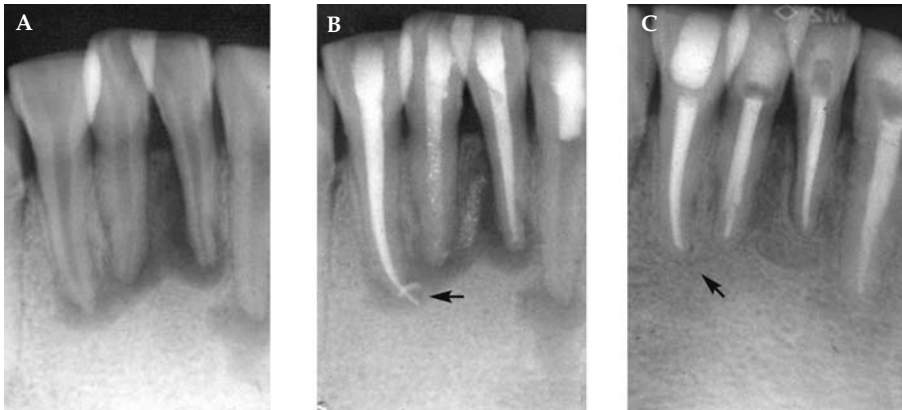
(A) Imagen preoperatorio del incisivo lateral inferior derecho. (B) radiografía con el postoperatorio inmediato del tratamiento endodóntico con una sobreobtención accidental de gutapercha y cemento de Grosman. (C) Control a 15 años que muestra la reabsorción de la gutapercha, el cemento y la desaparición de de la lesión radiolúcida.
